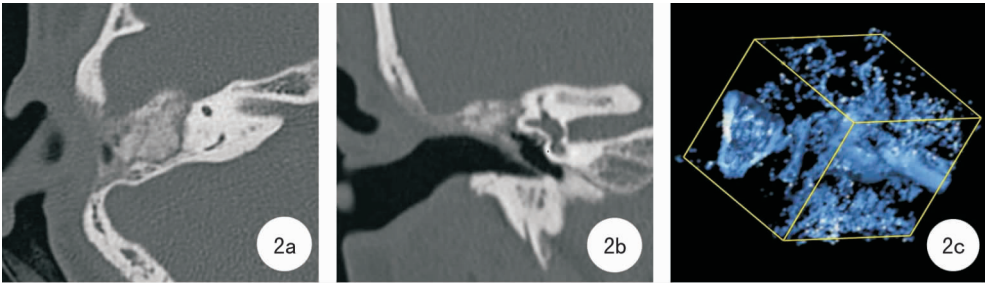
术后 6 个月颞骨 CT 扫描 a:水平位示术腔骨粉生长良好,无排斥反应;b:冠状位示中鼓室含气腔存在,充气良好;c:中耳气腔三维重建图像
